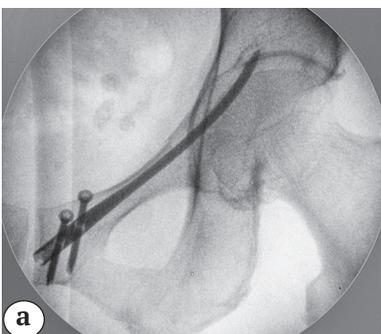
Рентгенограмма после остеосинтеза перелома лонной кости штифтом (а); вид операционного поля после ушивания хирургических доступов (b)
